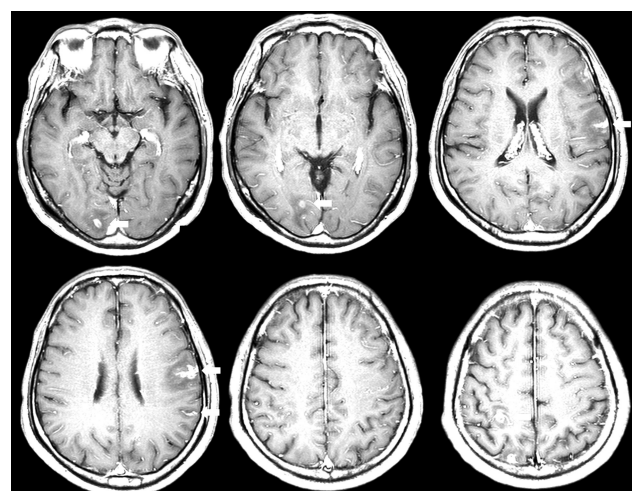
Follow-up enhanced magnetic resonance image. Increased size change of enhancing lesions with leptomeningeal involvement (arrow) was noticed.
